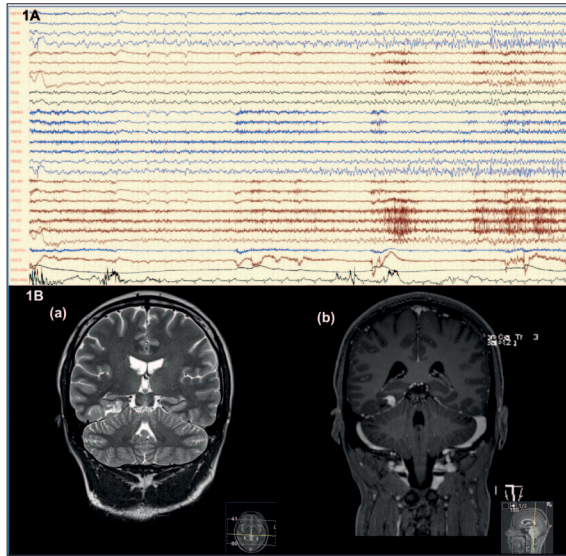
Video-EEG and brain MRI of patient 4.
